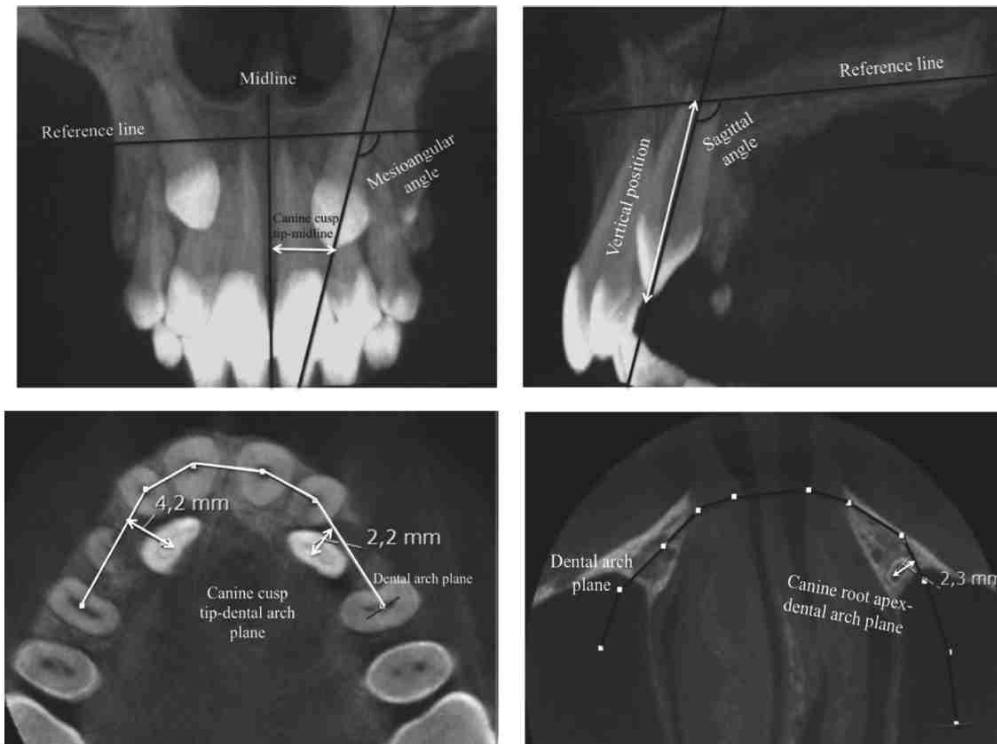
variables mesurées sur CBCT
